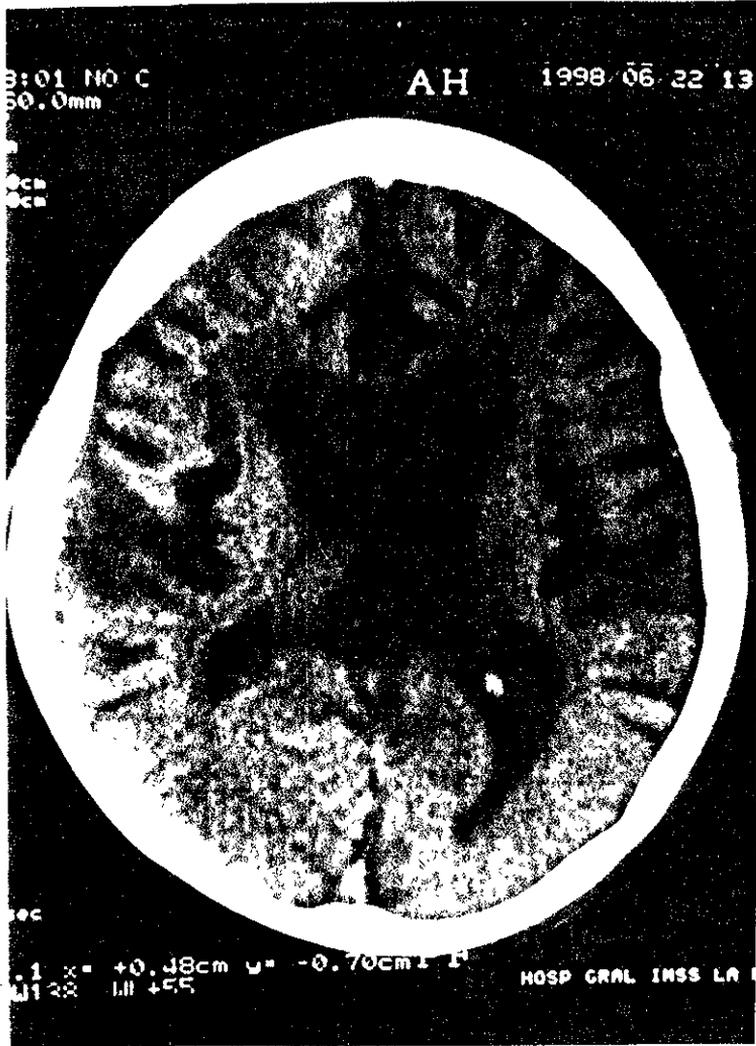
que muestra tomografía computada con aumento de los surcos y cisuras correspondientes a atrofia cortical subcortical.
